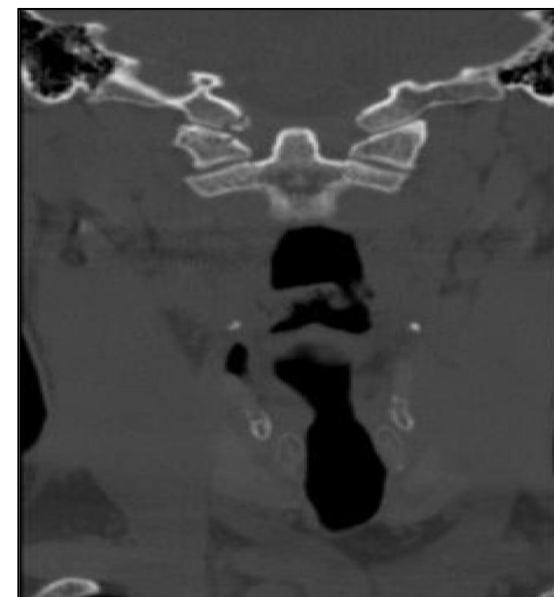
Tomografía computarizada de una fractura mínimamente desplazada del cóndilo occipital medial inferior derecho.
